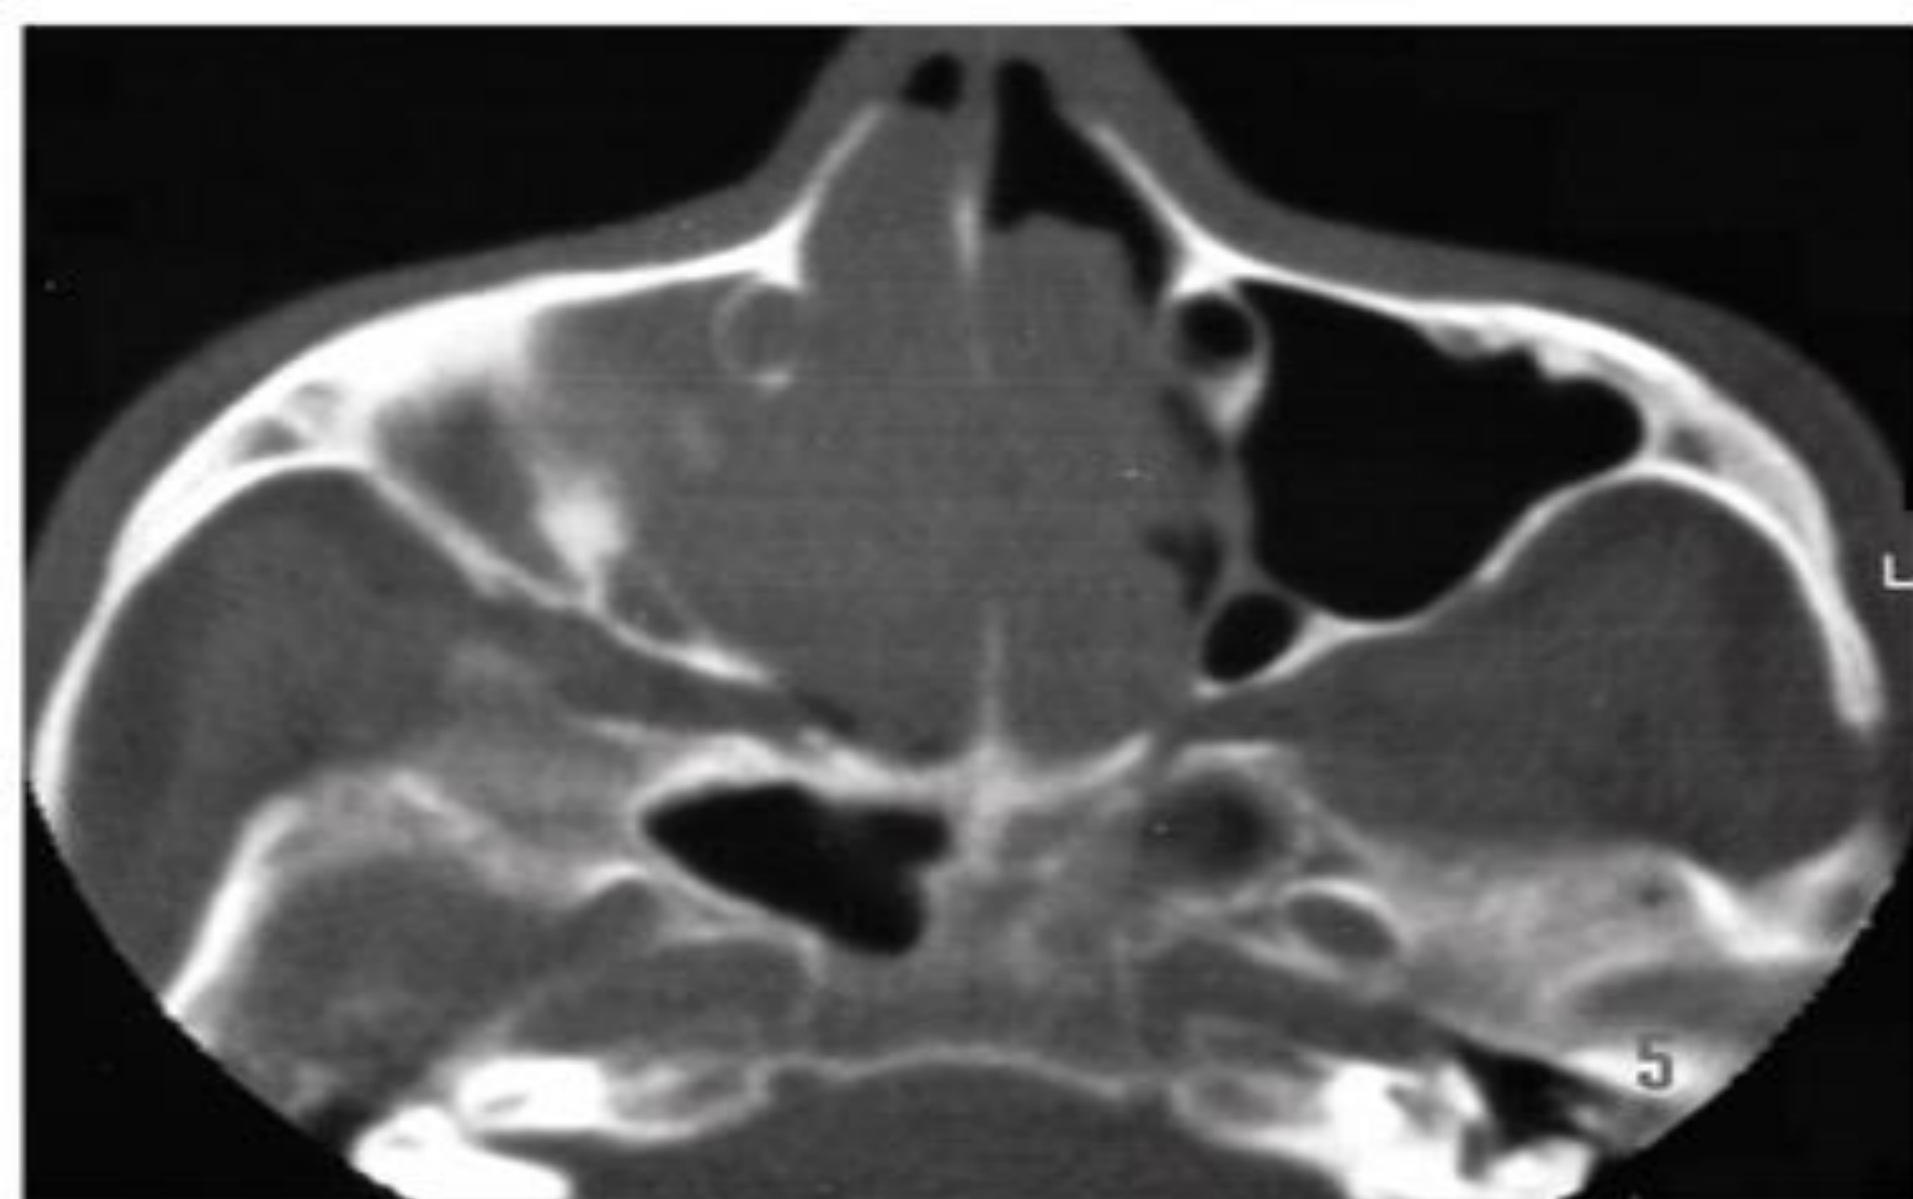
Nasal cavity and paranasal sinuses CT scan. Axial cross-section, showing bilateral involvement of the nasal cavities and right maxillary sinus.
